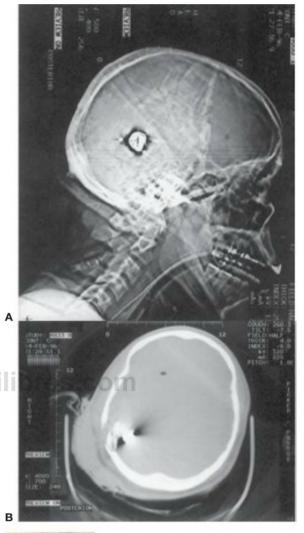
1 1 A, Imagen exploratoria de una bala que ha penetrado por el parietal derecho. B, Tomografía axial computarizada de la misma región.
